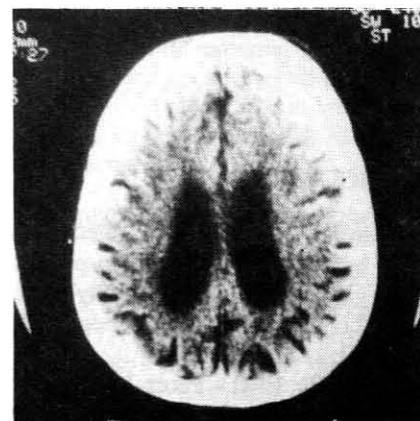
Tomografia Computadorizada do Crânio-Encéfalo
